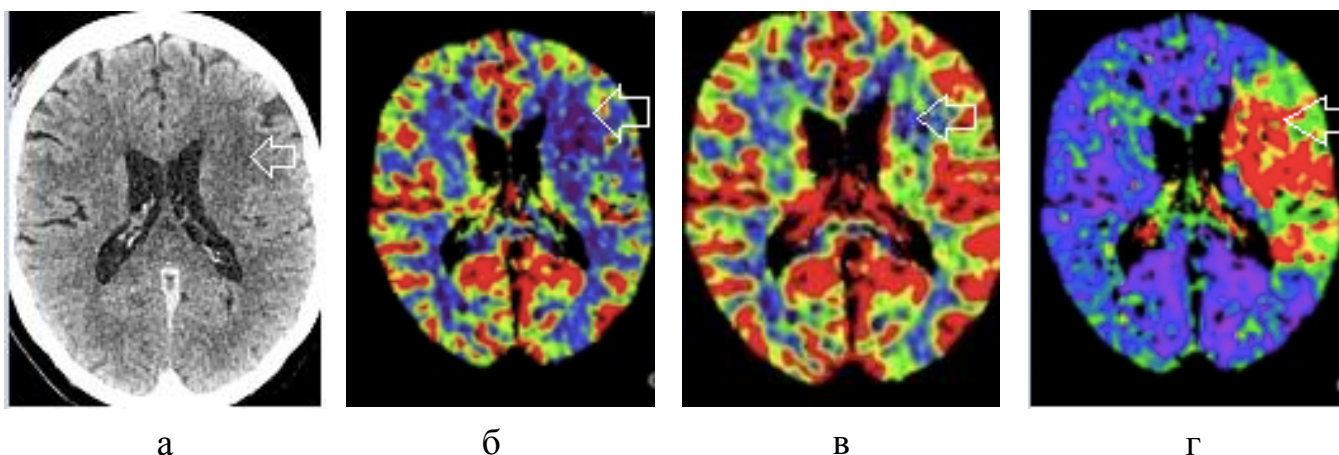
Больной А., 69 лет. (И/б 12598/2020). На КТ (а) в бассейне левой средней мозговой артерии визуализируется гиподенсный участок (стрелка), при КТ-перфузии в бассейне данной артерии определяется участок нарушенного кровообращения (стрелки): CBF= 9,27 мл/100мл/мин (б); CBV= 0,55 мл/100мл (в); MTT= 3,41 сек (г), площадь повреждения 37 см³
